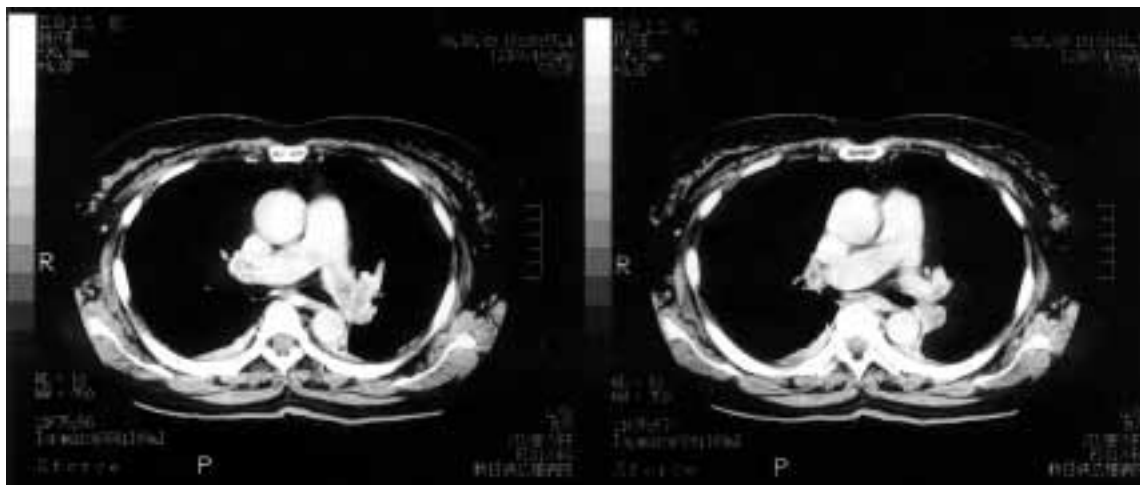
Chest CT showed embolism of the right upper pulmonary artery and left basal artery.
